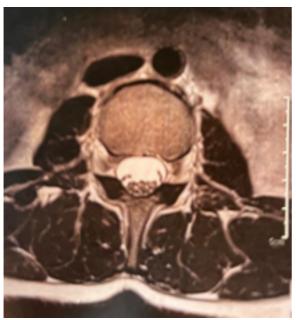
Corte axial de RM ponderada em T2 evidenciando redução importante das dimensões da hérnia de disco no segmento L3-L4.
